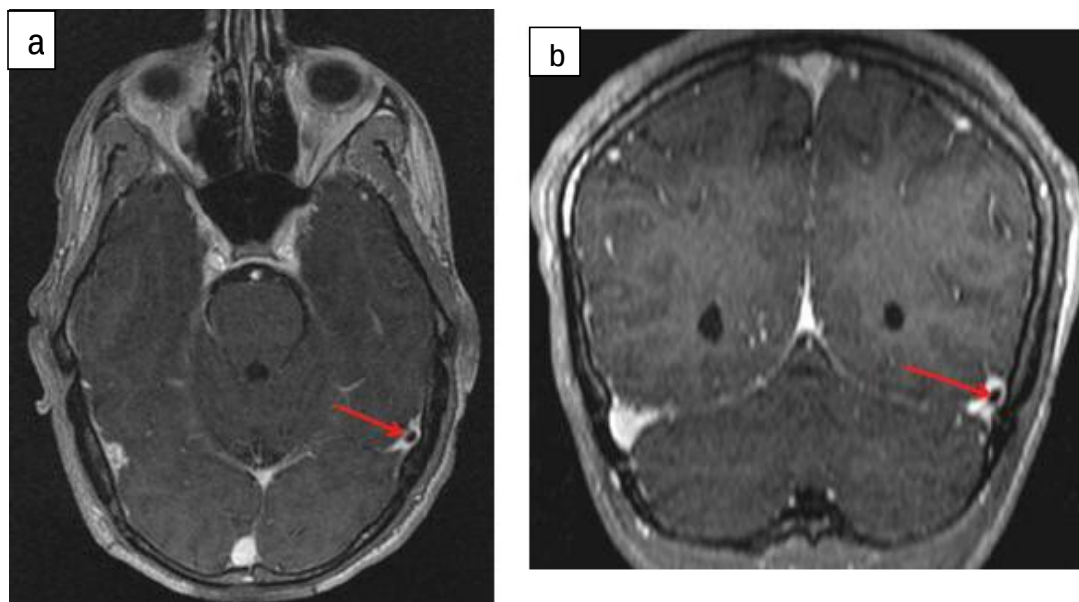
IRM cérébrale en séquence 3D T1 injectée et en coupe axiale (a) et coronale (b) montrant des granulations de Pacchioni au niveau du sinus latéral gauche →.
